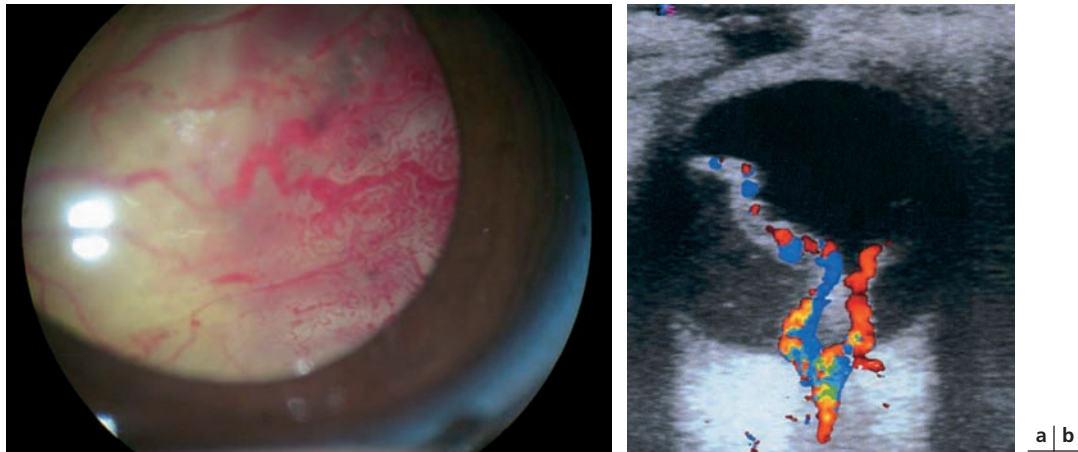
Décollement de rétine total sur maladie de Coats. a. Les télangiectasies sont nettement visibles. On note la présence de volumineux exsudats sous-rétiniens. b. En échographie-Doppler, la rétine épaissie est richement vascularisée ; on ne note pas de syndrome de masse ni de calcifications.
